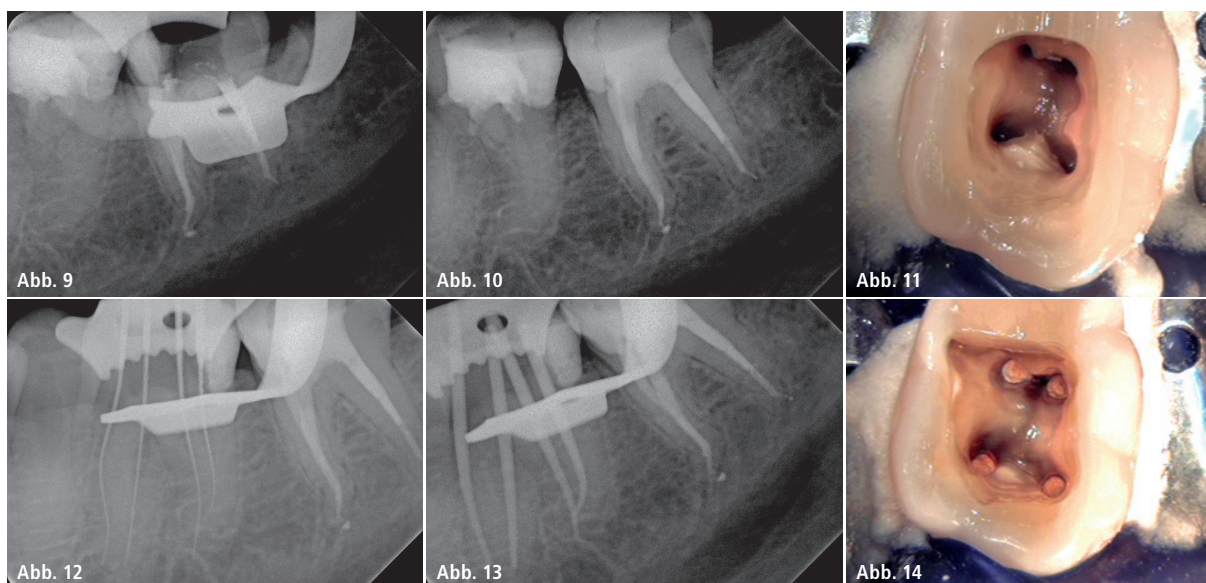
WF-Kontrolle 37. – Abb. 10: Kontrolle Verschluss 37. – Abb. 11: Trepanation 36. – Abb. 12: Röntgenmessaufnahme 36. – Abb. 13: Masterpointaufnahme 36. – Abb. 14: Wurzelfüllung 36.
